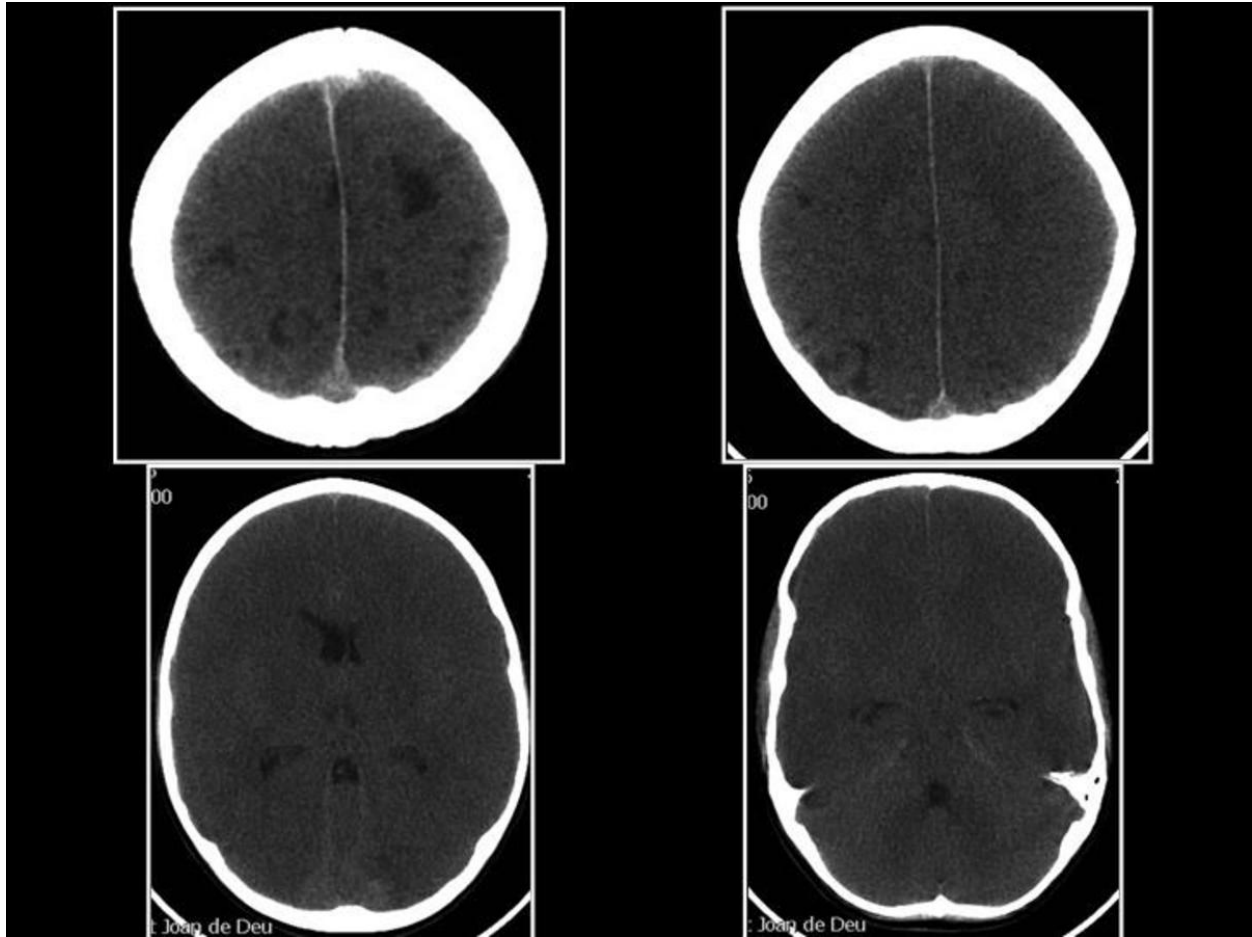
TC cerebral: Edema cerebral difuso, con hipodensidad del córtex y de los ganglios basales (principalmente el putamen) y múltiples focos hipodensos cortico-subcorticales bilaterales en lóbulos frontal y parietal, en relación con lesiones isquémicas.
